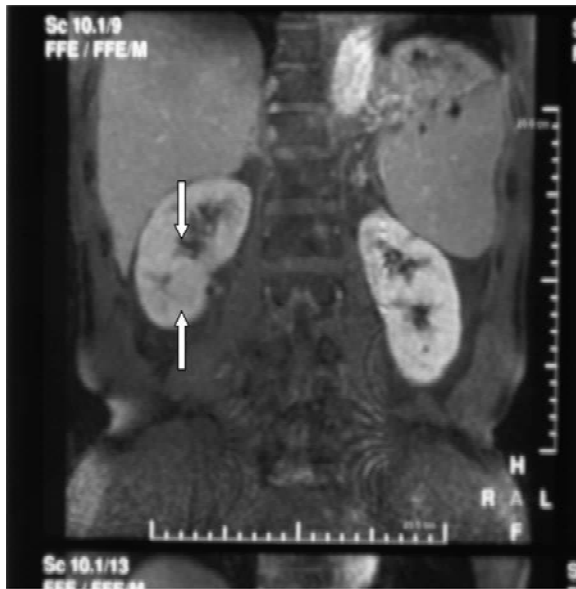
T2-weighted magnetic resonance image (MRI) showed a tumor in the right renal pelvis. The tumor showed a high grade signal and appeared to have invaded the right renal parenchyma (Arrows indicate the tumor).
